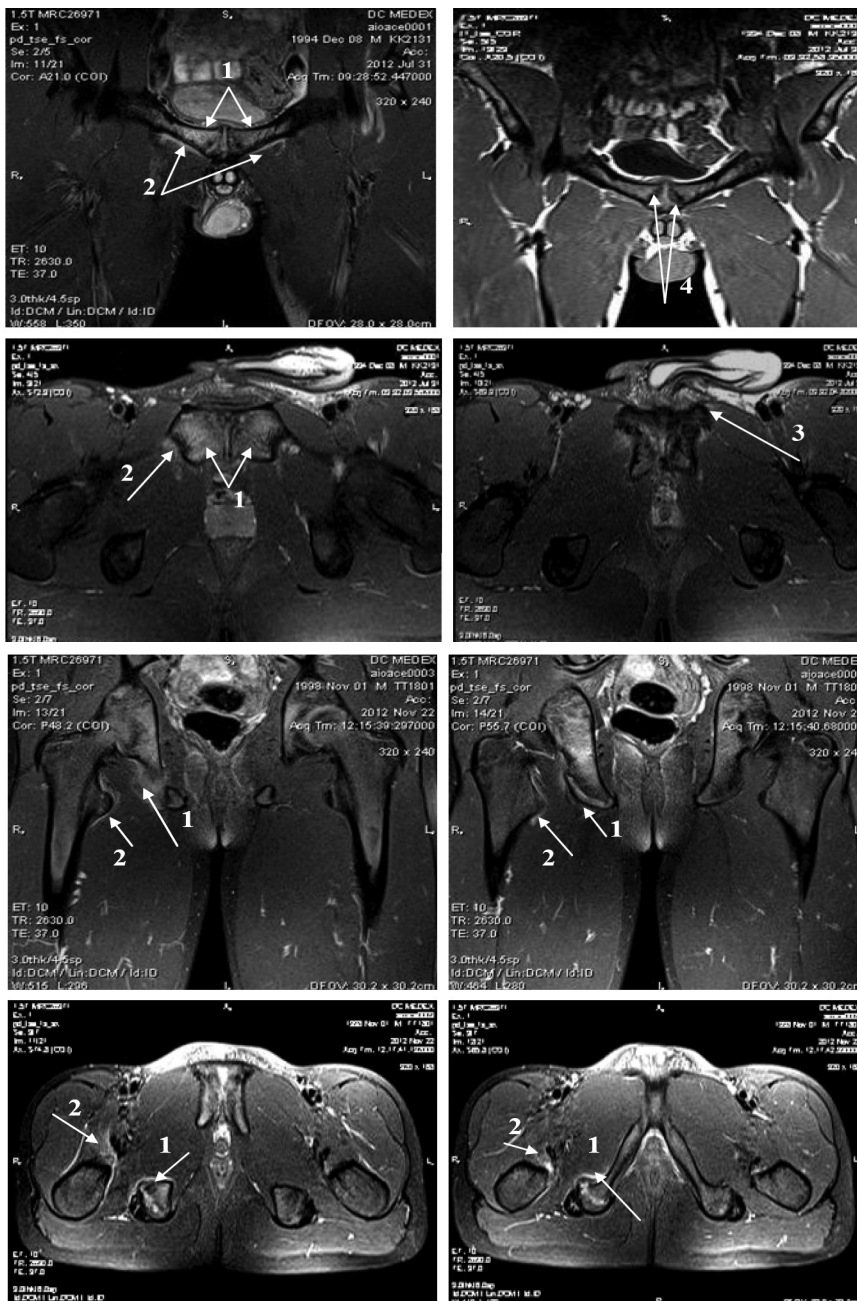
Ентезопатія привідних м'язів, більше праворуч, ентезопатія прямих м'язів живота, більше ліворуч, симфізи (ARS-синдром). На серії МР томограм виявлено підвищення інтенсивності МР сигналу від кісткового мозку (набряк) верхніх гілок лобкових кісток, більше праворуч (1), а також від ентезисів привідних м'язів (2), прямих м'язів живота в місці кріплення до лобкових кісток, більше ліворуч (3). Контури лобкового симфізу іррегулярні, по краях спостерігаються остеофіти, в субхондральних відділах лобкових кісток — ділянки кістозної перебудови (4).
